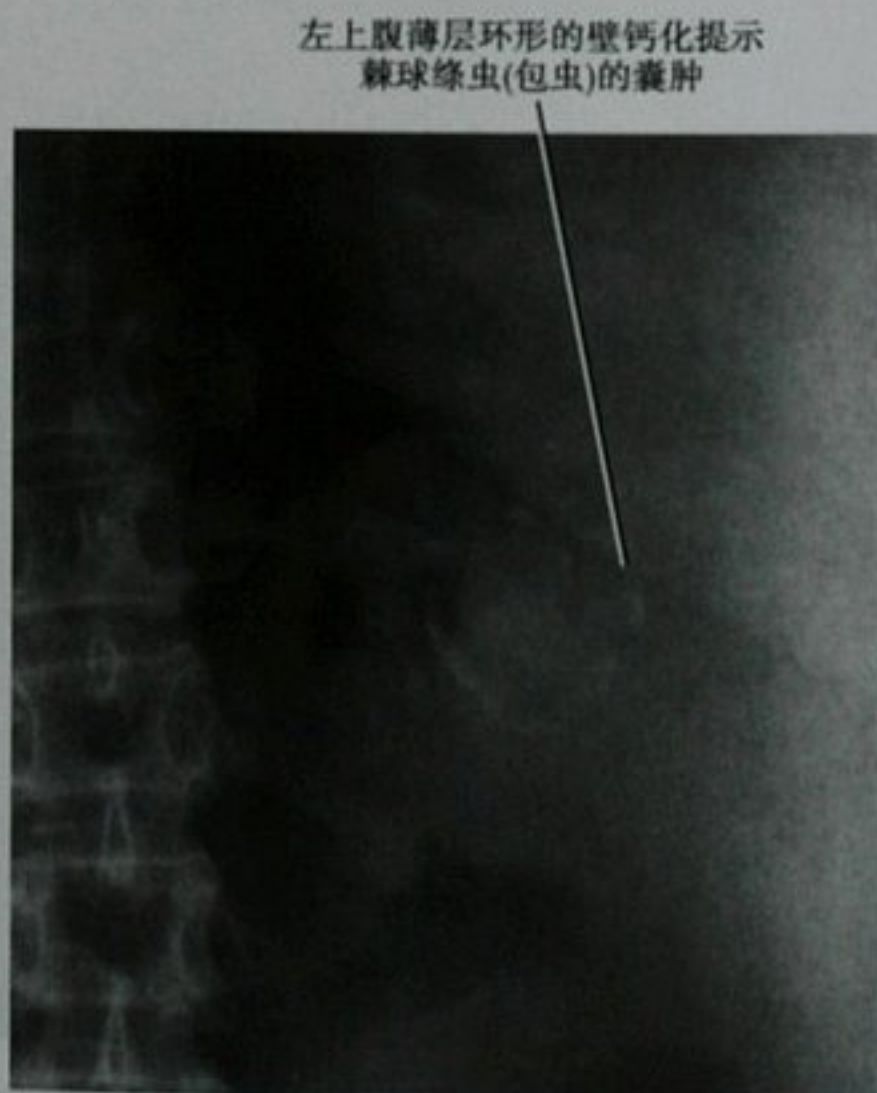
脾脏包虫囊肿患者,正位腹部平片显示周边环形钙化
